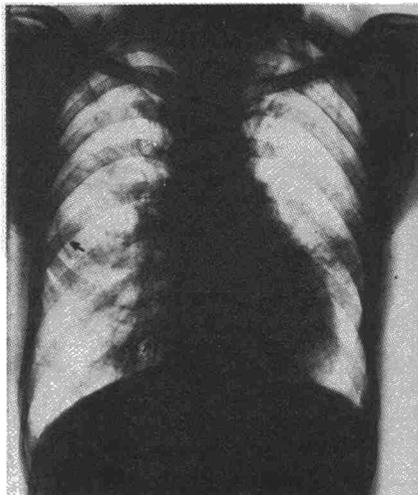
Radiografía perteneciente a un hombre de 49 años, que en 1973 fue indemnizado por asbestosis que producía insuficiencia ventilatoria restrictiva. Exposición al asbesto durante 20 años de trabajo como calorifugador y 6 años de taller, en mejor ambiente. Es apreciable el anormal contorno diafragmático, la cisuritis, el sombreado axilar bilateral que inicia su calcificación en el lado izquierdo.
